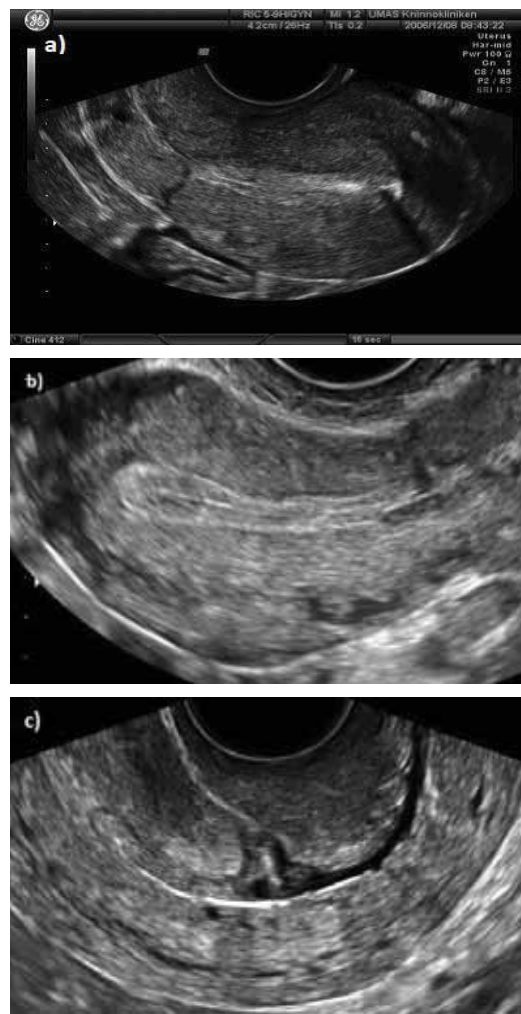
Evaluare ecografică a unei cicatrice intacte (a), a unei cicatrice cu defect minor (b) și a unei cicatrice cu defect major (c).
